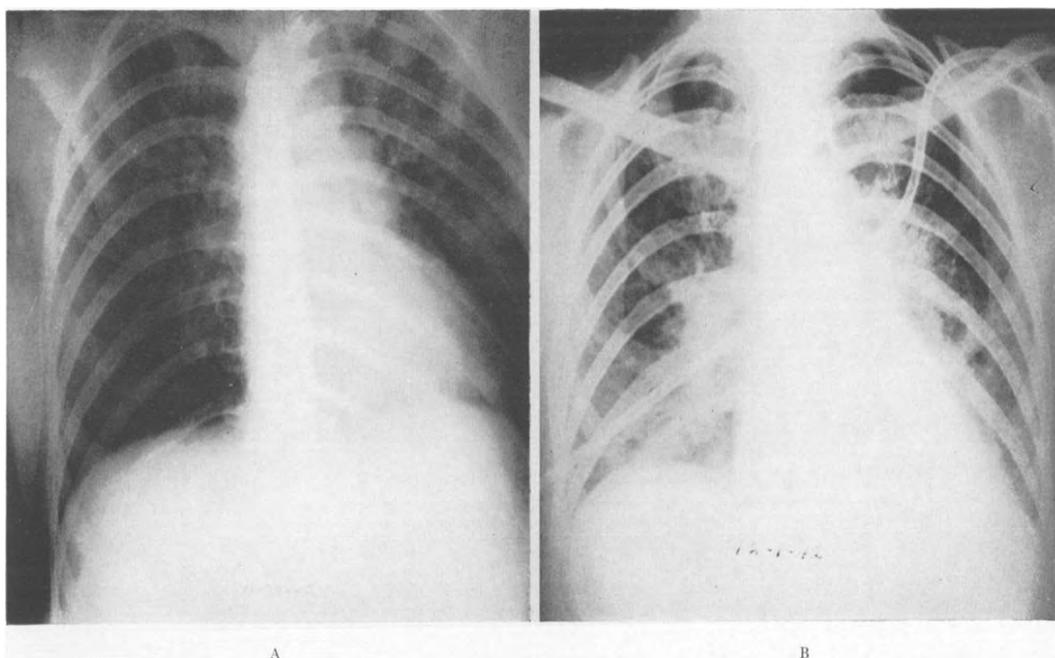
Dos radiografías *postmortem* en sendos casos que llegaron muertos a la Urgencia. Tomadas de Schatski <sup>(4)</sup>. En ambos casos hay edema pulmonar extenso confirmado en la necropsia.
